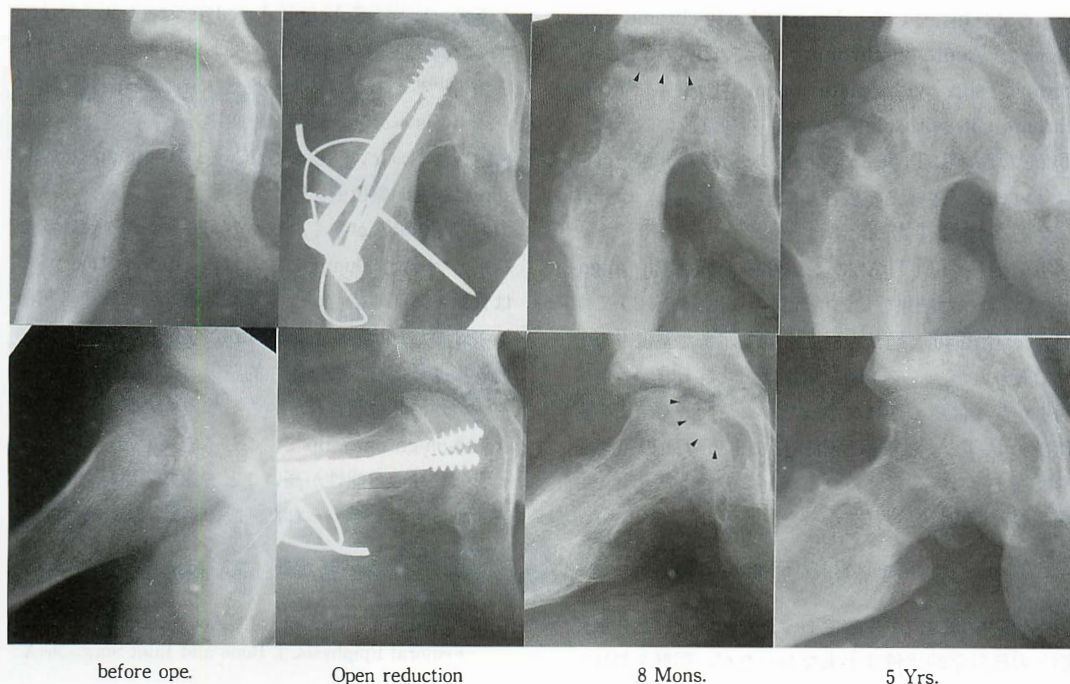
骨頭壊死を生じた例(対象1)。中等度の Acute-on-chronic slip に観血的整復術を行ったが、術後8ヵ月のX線像に骨頭の partial necrosis (矢印)を認めた。術後5年のX-P上骨頭変形が明らかである。
